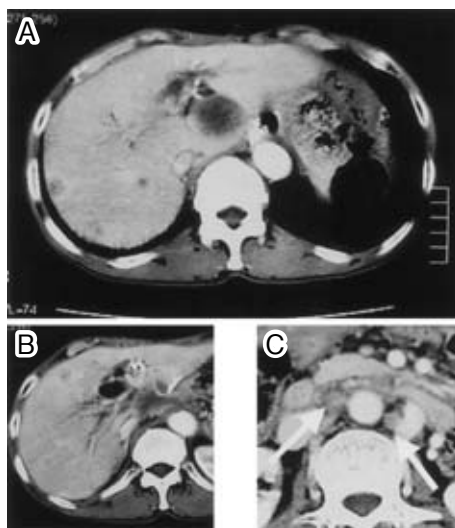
Abdominal enhanced CT showed that maintained vanishment for 6 months of lymph nodes swelling in hepatic hilus and paraaorta from achievement of CR (A) and rapid growth of multiple liver metastases after 4 months from stop of Paclitaxel (B).
